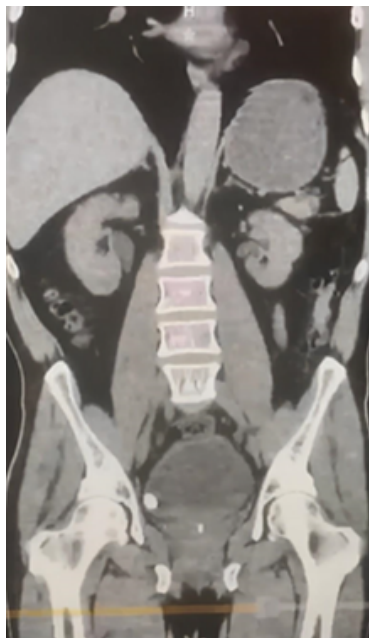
Tomografía abdominopélvica simple, corte coronal con imagen hiperdensa (900 UH) de 23 mm en lado derecho, sugestiva de lito vesical.
